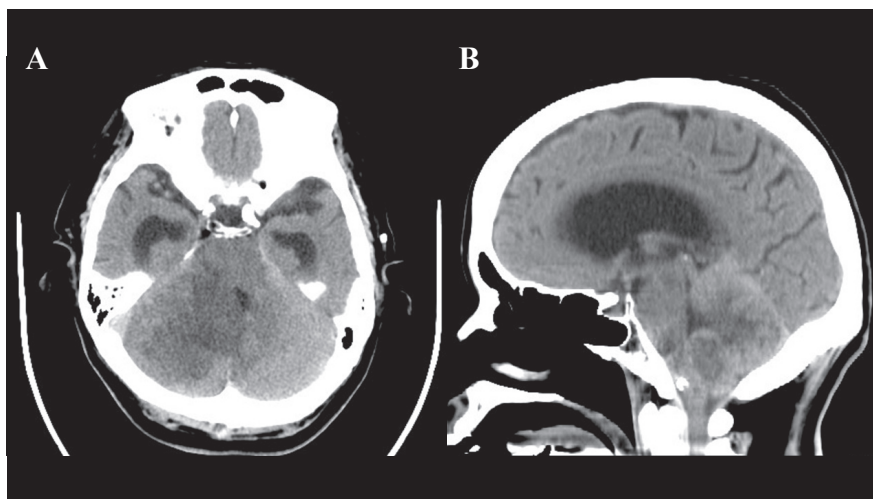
CT showed increased extent of the infarction and surrounding edema, resulting in compression below the fourth ventricle, and obstructive hydrocephalus. A: axial view. B: Sagittal view.
